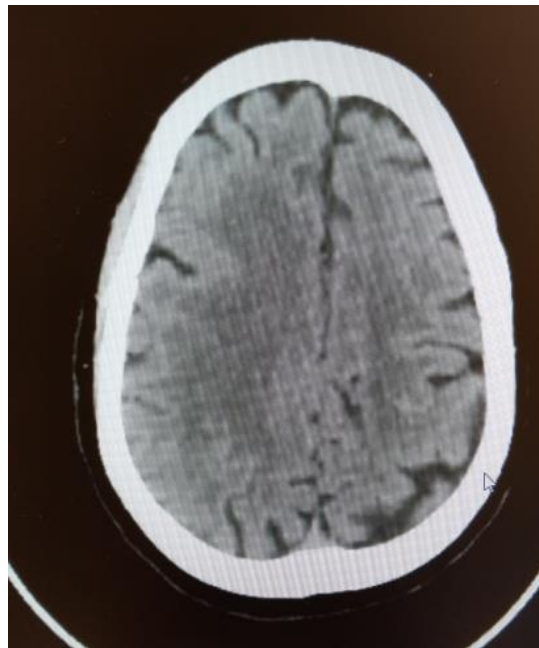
TDM cérébrale sans injection
